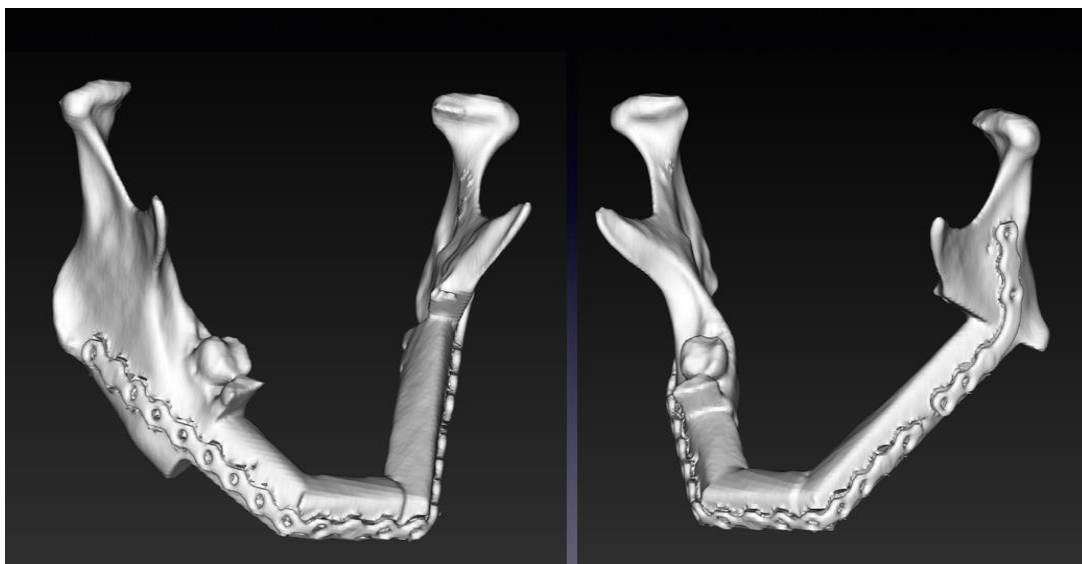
Трехмерная реконструкция пластиковой модели с рекон- структивными пластинами на ней по данным МСКТ этой модели. пластин на челюсти и трансплантате. Используя эту информацию, мы определили положение и направление фиксирующих винтов (рис. 51).
